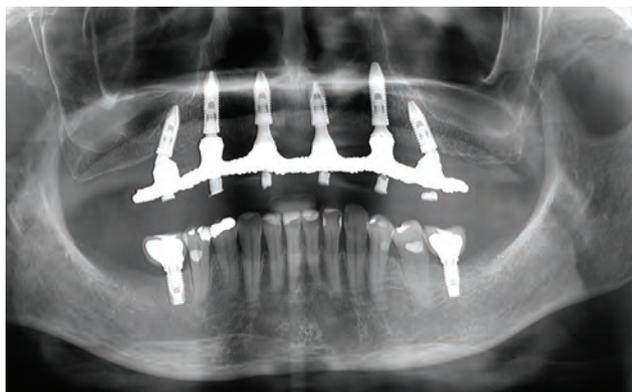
Radiografia panorâmica após seis meses
